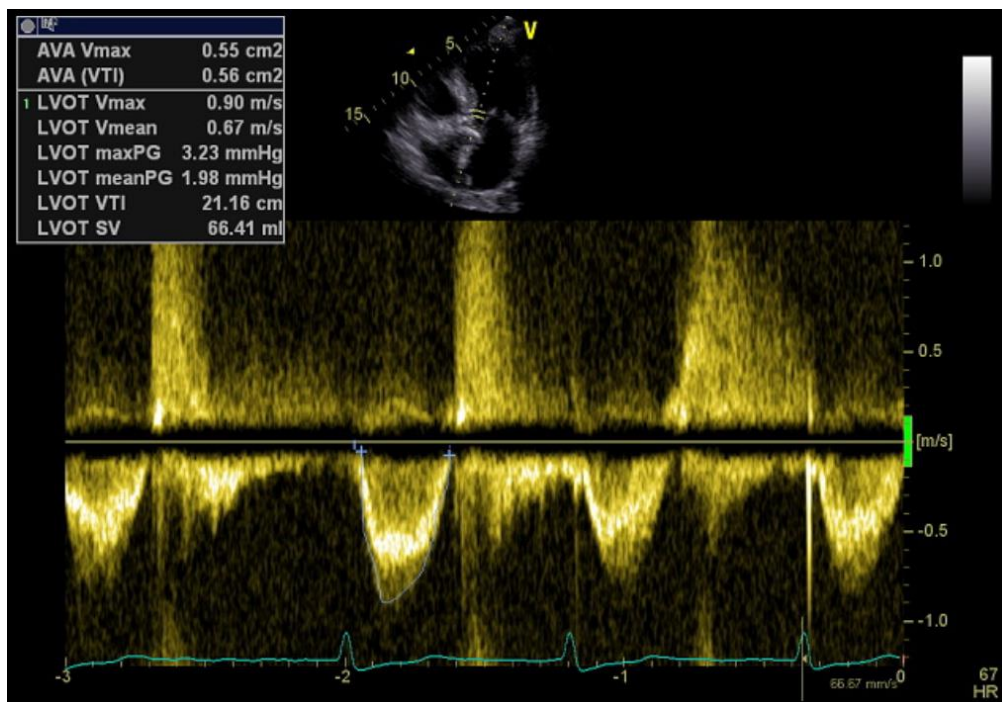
Messung der LVOT-Parameter mittels PW-Doppler. Kardiologie, Universitätsklinikum Würzburg
